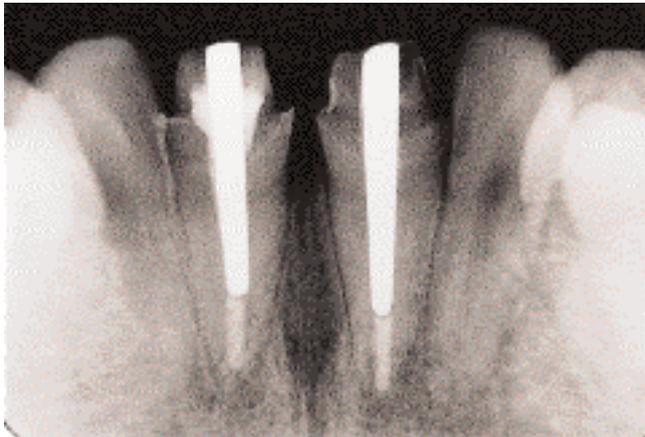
Röntgenkontrolle der zementierten Zirkonoxidstifte
